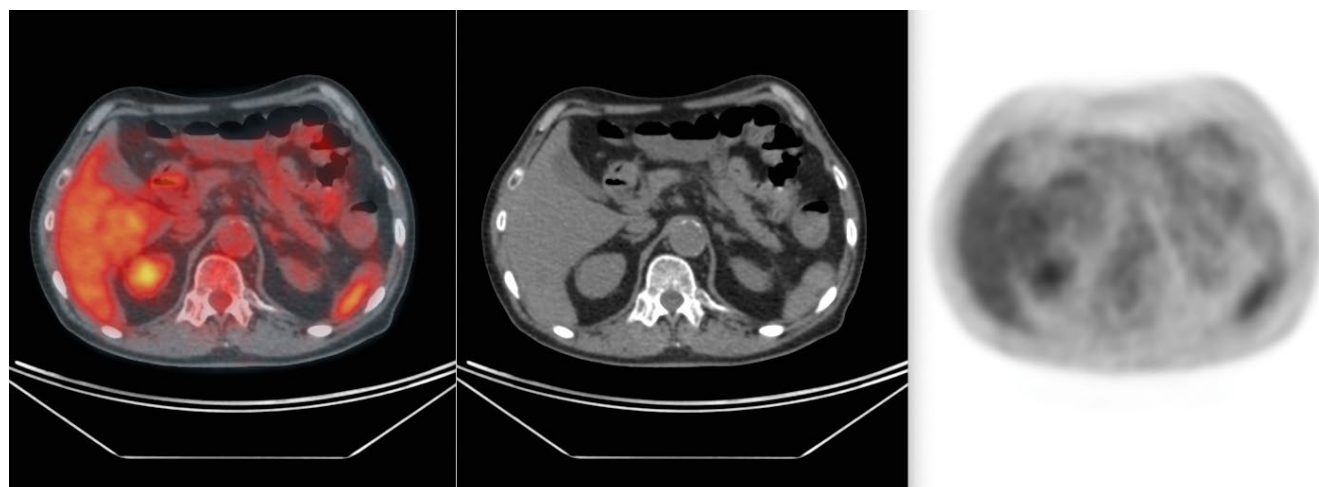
Контрольная ПЭТ-КТ, выполненная после 6 циклов иммунохимиотерапии у пациента А., 76 лет, с впервые диагностированной ДВКЛ: полный метаболический ответ (Deauville 1)
